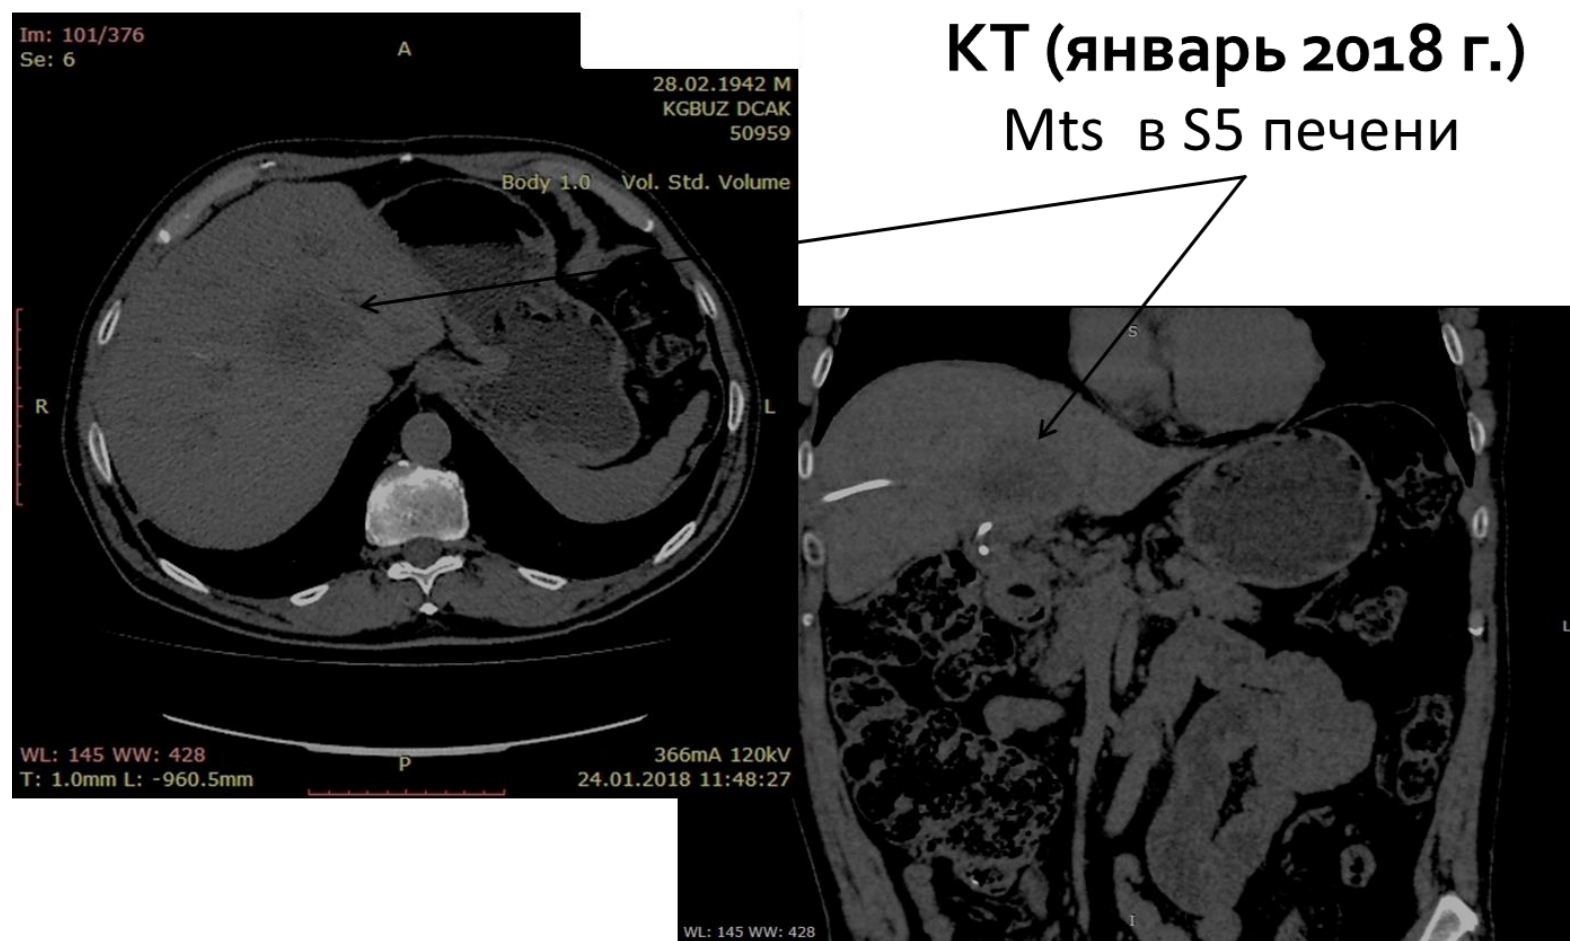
МСКТ ОБП пациента Ч, 75 лет, до проведения системной и локальной ФХТ
